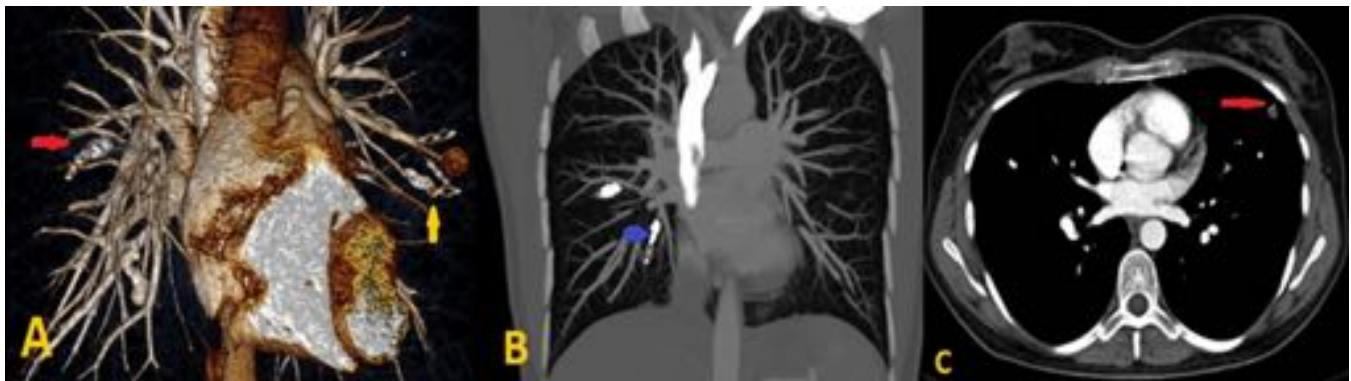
Paciente referida en la figura 3. A) TC de tórax con contraste, segunda FAVP de tipo compleja en el segmento lingular del LSI (flecha), B) Angiografía pulmonar con tres aferencias y drenaje venoso
